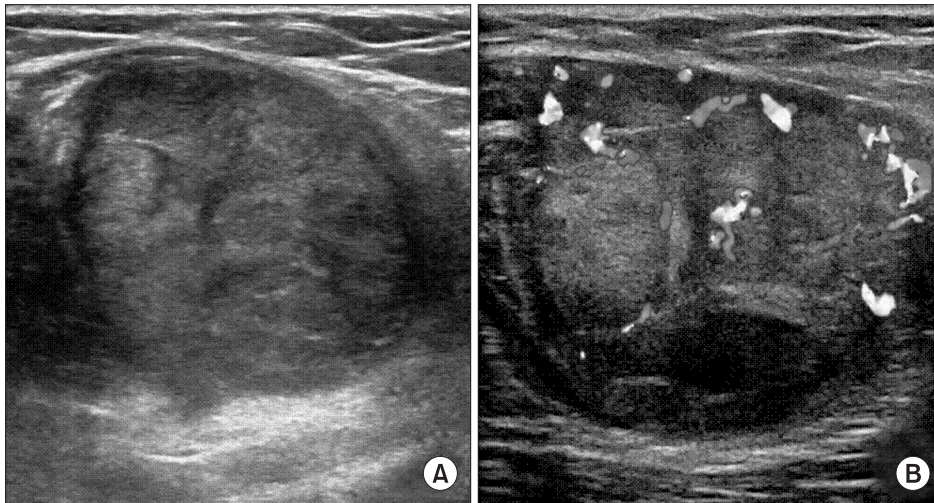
(A) Ultrasonography image shows a well-defined, heterogeneous echoic mass, located in the semimembranosus muscle. (B) Doppler image shows marked hypervascularity with the tumor.
